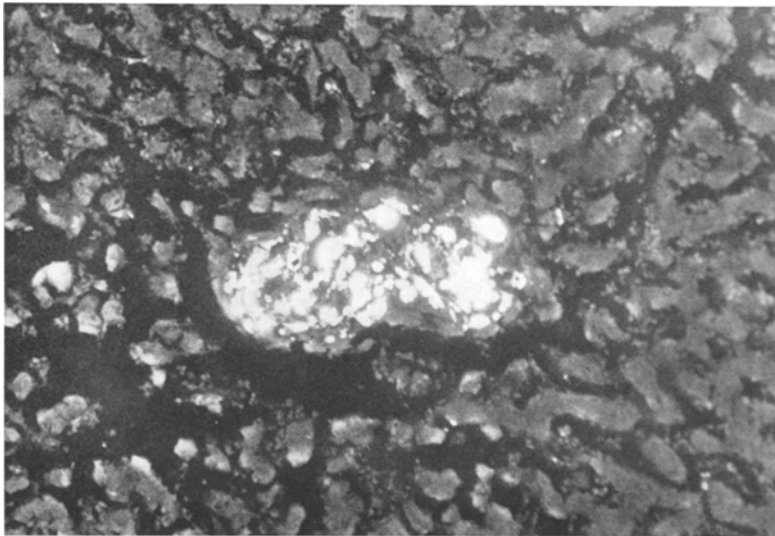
Leber, gleiche Stelle im Historöntgenogramm. Die Thorotrasteinlagerungen zeigen hochgradige Absorption, die dunkler gefärbten Leberzellen stärkerer Absorption, die Körncheneinlagerungen nicht absorbierend, somit nicht von Thorotrast herrührend, sondern Pigmentkörnchen. Gleiche Vergr., Bel. 3 KV, 3,5 mA; 15 min
